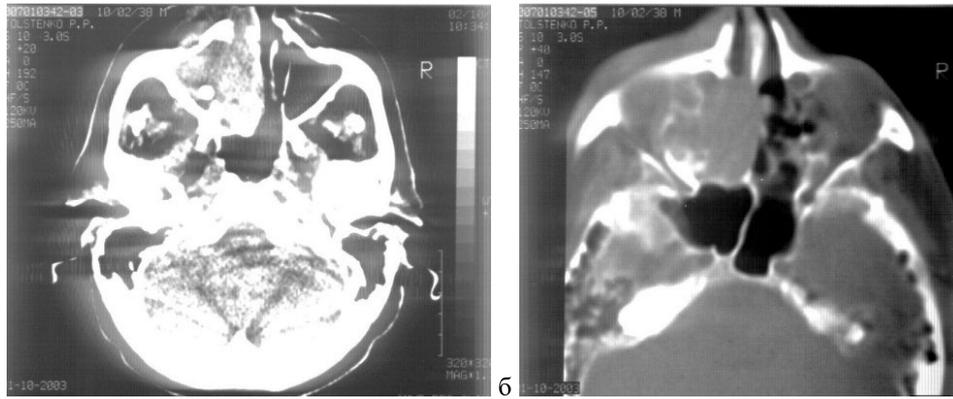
КТ черепа: а, б – аксиальная проекция (патологический процесс занимает левую верхнечелюстную пазуху с распространением в полость носа слева, глазницу и клетки решетчатой кости слева).
